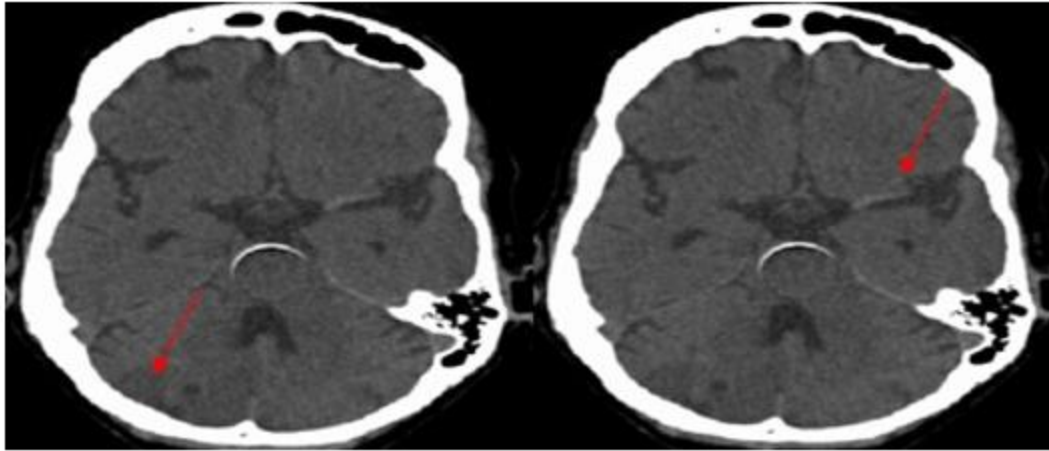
TC de cráneo simple (al ingreso).
